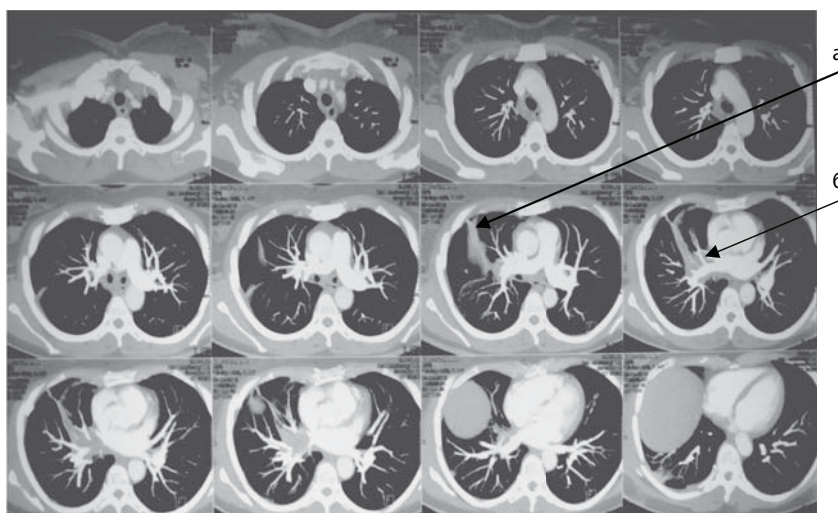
Комп'ютерна томографія органів грудної порожнини, аксіальні зрізи. *а* — частковий ателектаз середньої частки правої легені; *б* — муфтоподібне охоплення пухлиною дистального відділу правої легеневої артерії.
